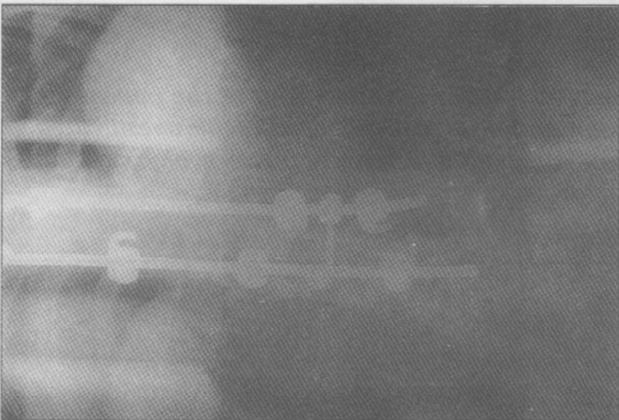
Radiografía transoperatoria en proyección posteroanterior.
